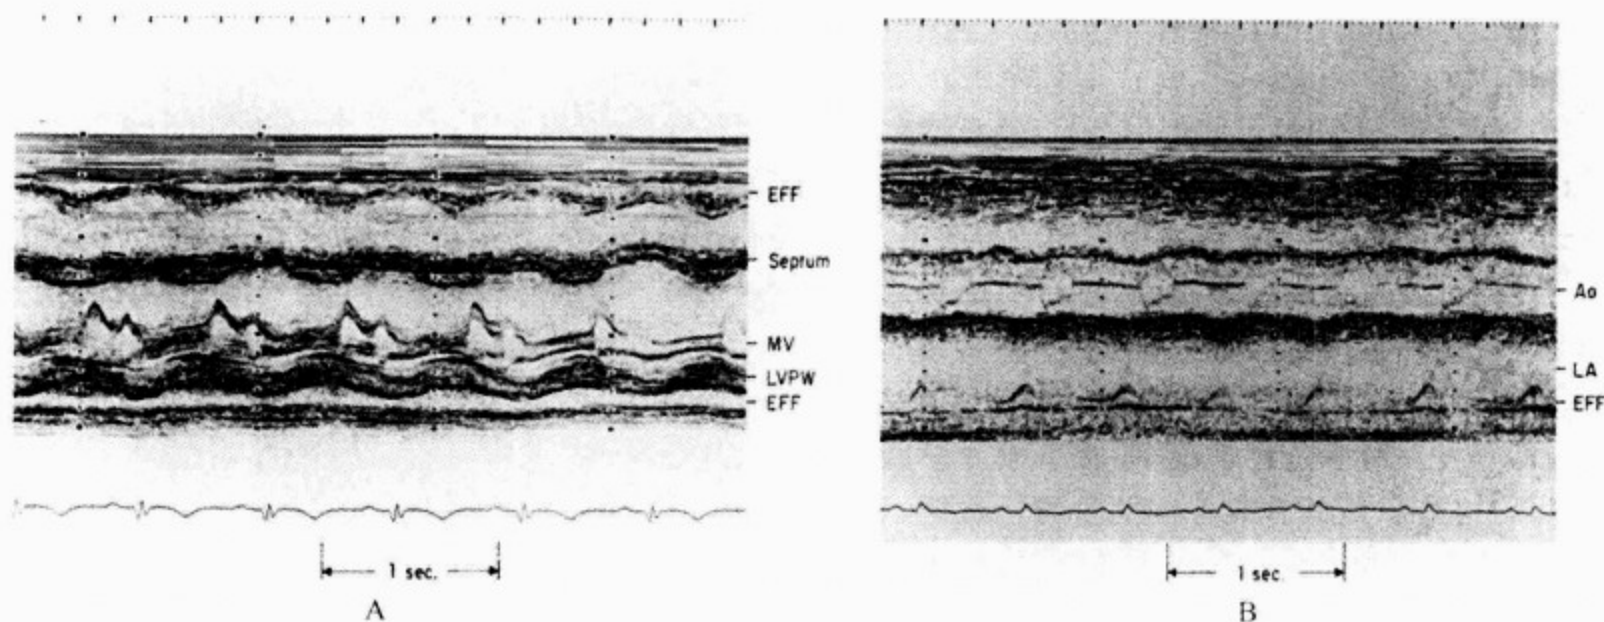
心包积液的 M 型超声心动图 (EFF)
